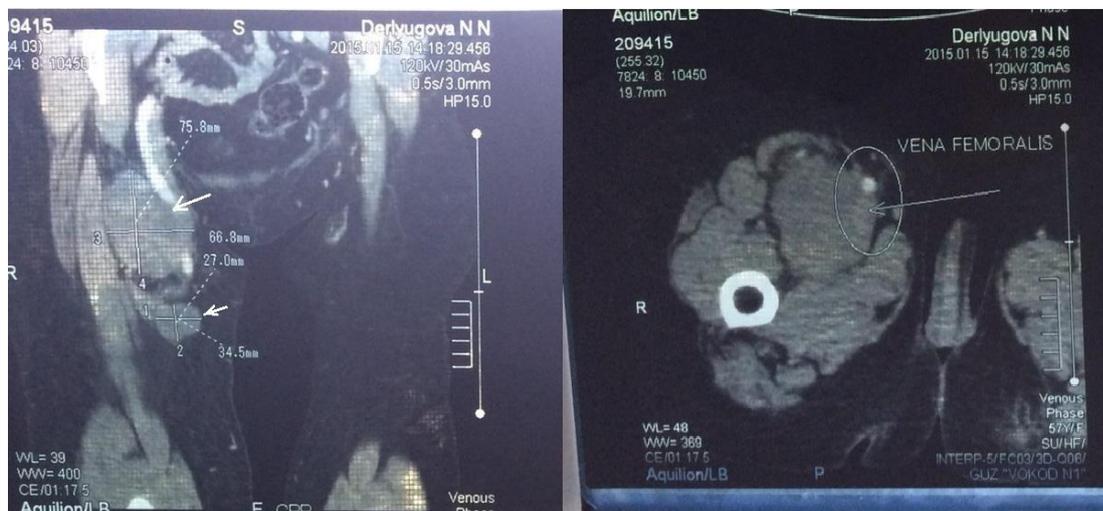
КТ визуализация рецидивной опухоли в проекции верхней трети правого бедра (стрелками маркированы опухолевые образования)
